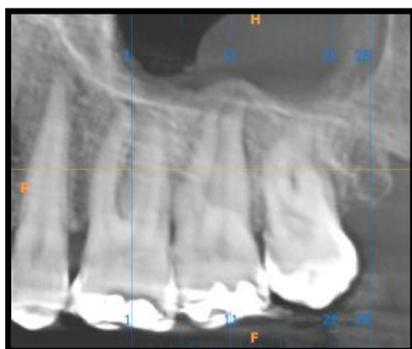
Corte sagital de localização da tomografia cone beam do dente 27 mostrando a condição clínica inicial do caso.
